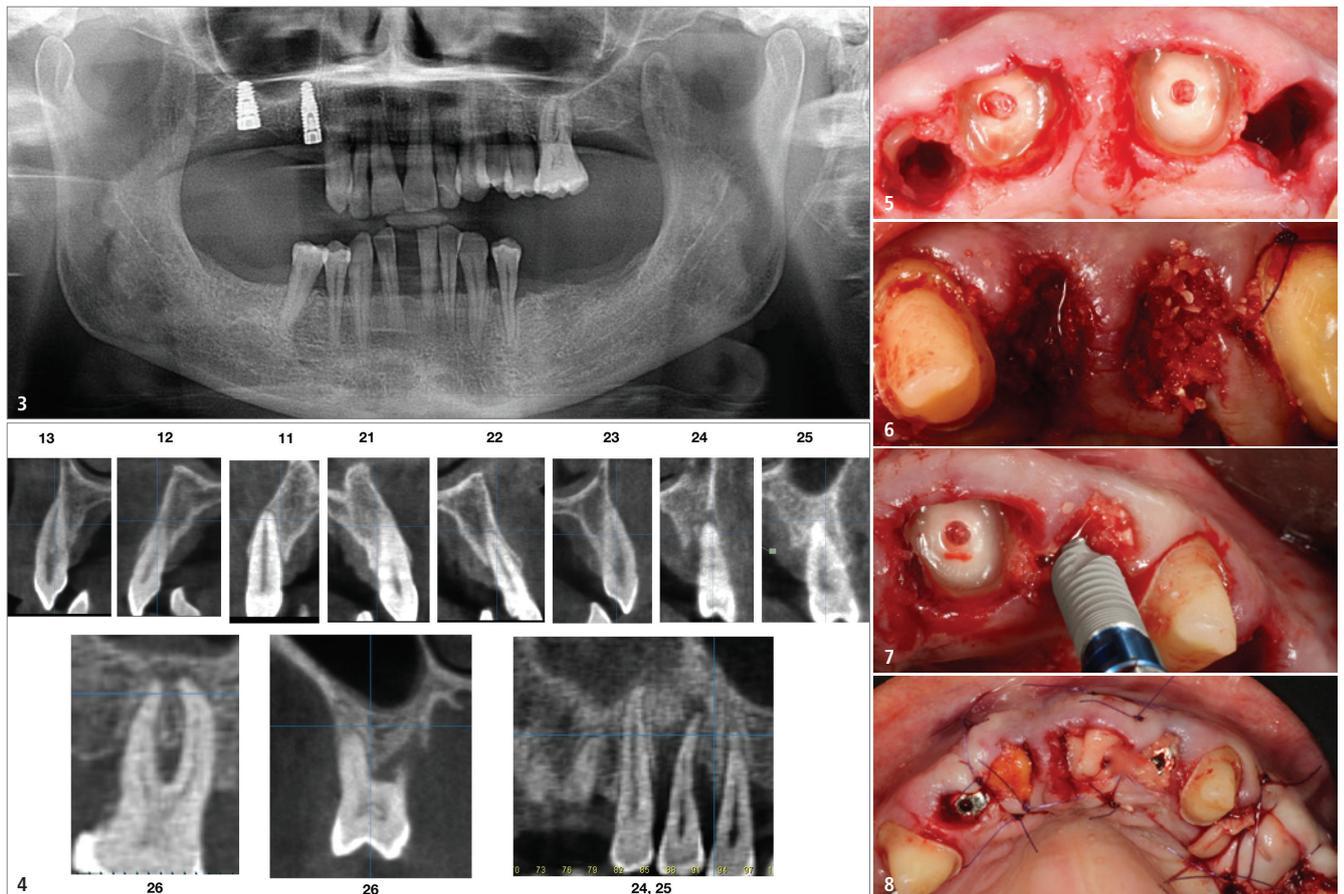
Initialer Röntgenbefund vor Beginn der Behandlung. – Abb. 4: Auf der DVT-Aufnahme sind der vertikale Knochenverlust und die geringe Dicke der bukkalen Knochenplatte im Bereich der beiden mittleren Oberkiefer-Schneidezähne gut erkennbar. – Abb. 5: Klinische Situation nach partieller Extraktion des Zahnes 12, der Entfernung des Zahnes 22 sowie einer „root submersion“ bei den beiden mittleren Schneidezähnen 11 und 21. – Abb. 6: Klinische Situation nach Entfernung der beiden Prämolaren 24 und 25 und Ridge Preservation mittels autologen Dentins. – Abb. 7: Sofortimplantation nach Einbringen von partikulärem Dentin in die Extraktionsalveole von Zahn 22. – Abb. 8: Klinische Situation nach Abschluss der ersten chirurgischen Phase.
